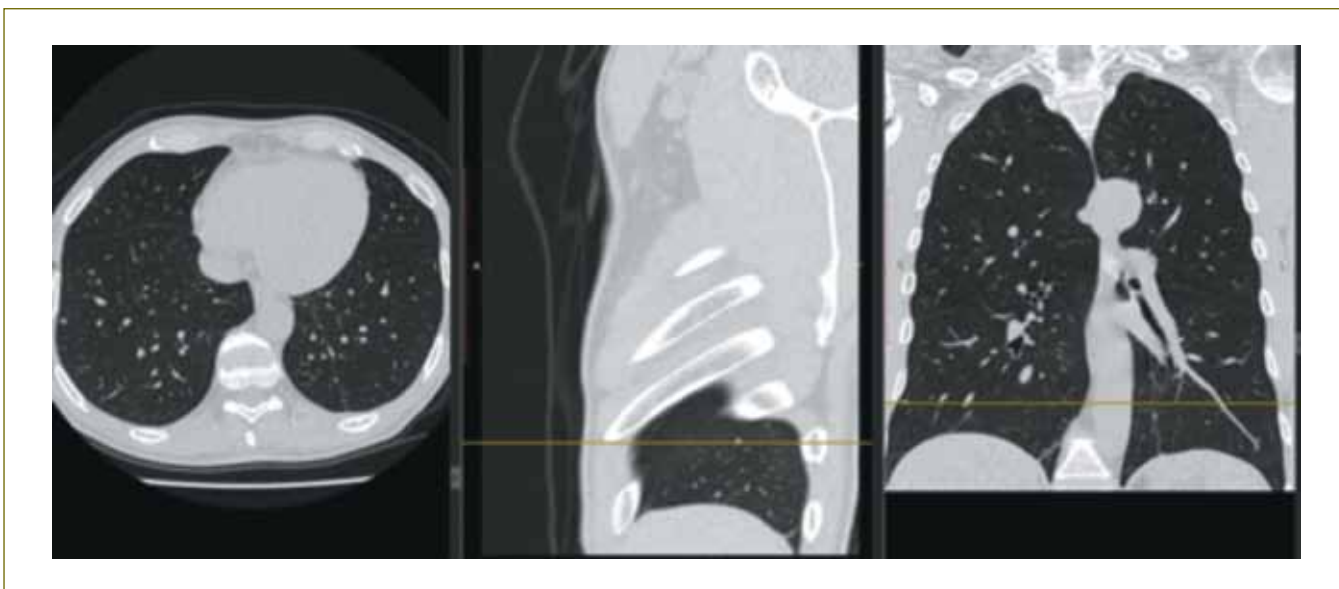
Визуализация субплеврально расположенного единичного солидного очага (внутрилегочного лимфатического узла) в трех плоскостях при КТ органов грудной клетки (слева направо: в аксиальной, сагиттальной, коронарной)
